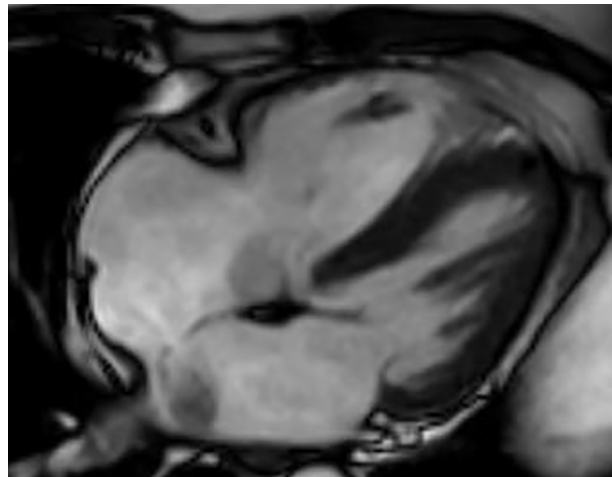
В кинорежиме МРТ сердца в 4-х камерной позиции по длинной оси сердца определяется поток крови из левого предсердия в правое в средней части межпредсердной перегородки и наличие миксомы.
